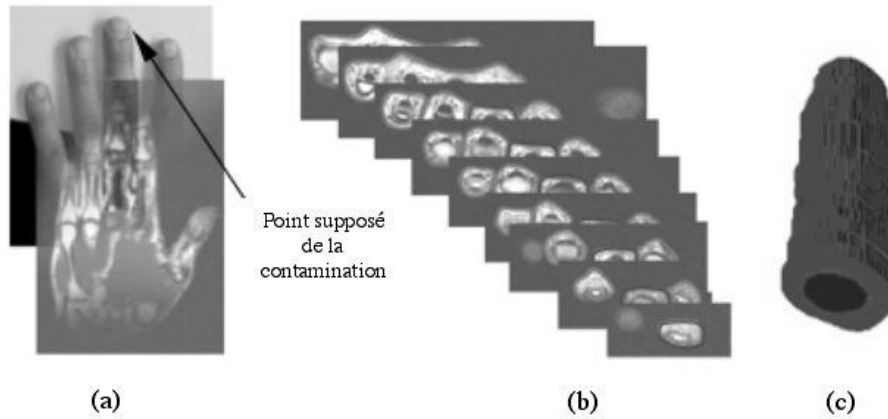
Images IRM de la main contamin e au ^{106}Ru et ^{106}Rh (a). Segmentation manuelle par contourage de la zone d'int r t sur les images IRM (b). G om trie vox lis e sp cifique du sujet contamin  (c).
